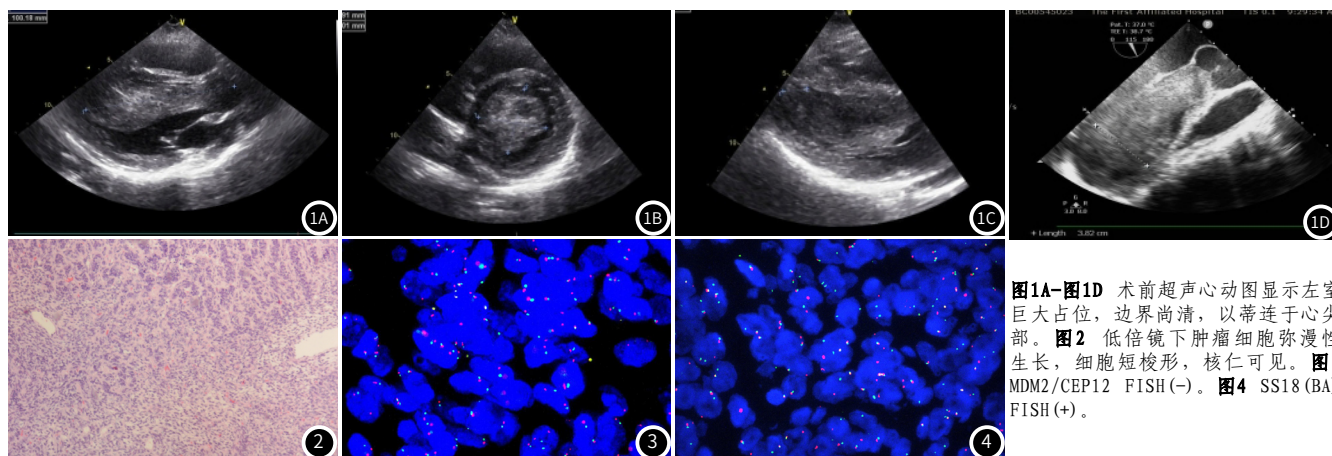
图1D 术前超声心动图显示左室巨大占位, 边界尚清, 以蒂连于心尖部。图2 低倍镜下肿瘤细胞弥漫性生长, 细胞短梭形, 核仁可见。图3 MDM2/CEP12 FISH(-)。图4 SS18 (BA) FISH(+)
